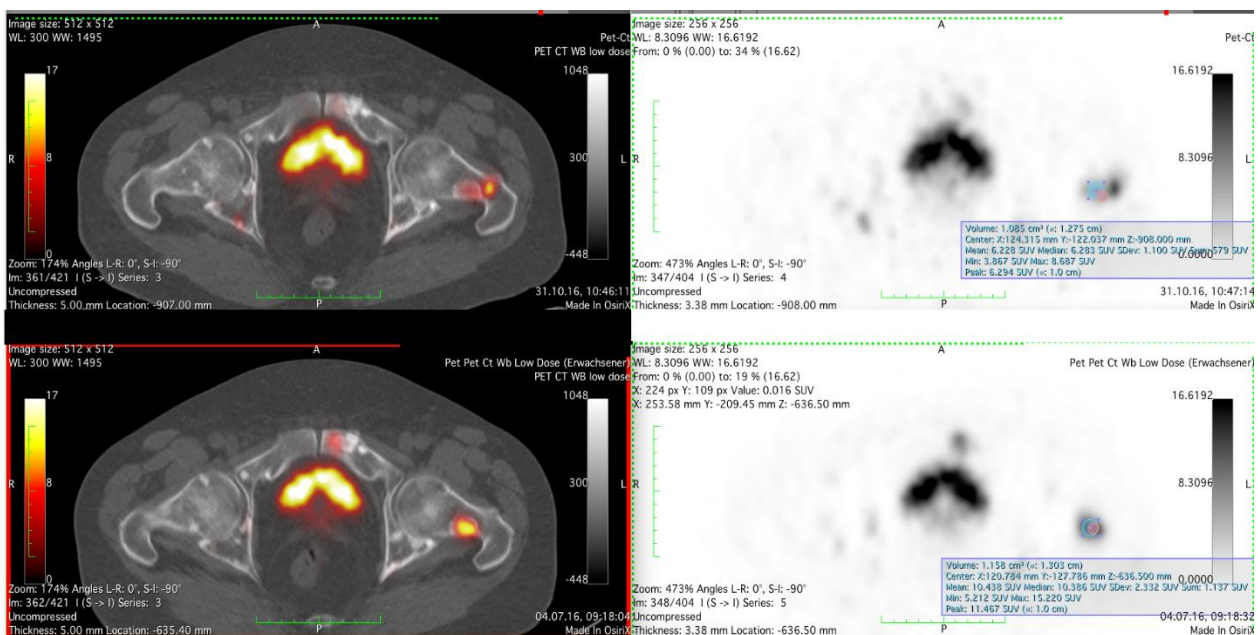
PET/CT-Aufnahme des Femurkopfs mit SUV-Messung. Auf der Aufnahme der Hüfte ist im linken Femurhals dorsalseitig eine Metastase erkennbar. In der unteren Hälfte der Abbildung sind Aufnahmen vom Zeitpunkt vor dem ersten Zyklus und im oberen Anteil Aufnahmen posttherapeutisch nach dem zweiten Zyklus abgebildet. Hierbei wurden jeweils für beide Zeitpunkte die Parameter SUVmax und SUVmean ausgemessen. Vor der Therapie betrug der hier gemessene SUVmax-Wert 15,22, nach dem zweiten Zyklus verringerte sich die Anreicherung auf 8,69. Der SUVmean-Wert sank von 10,44 auf 6,23. Somit betrug die Abnahme von SUVmax für diese Metastase für den Zeitraum der ersten beiden Zyklen 6,53 und die von SUVmean 4,21.
